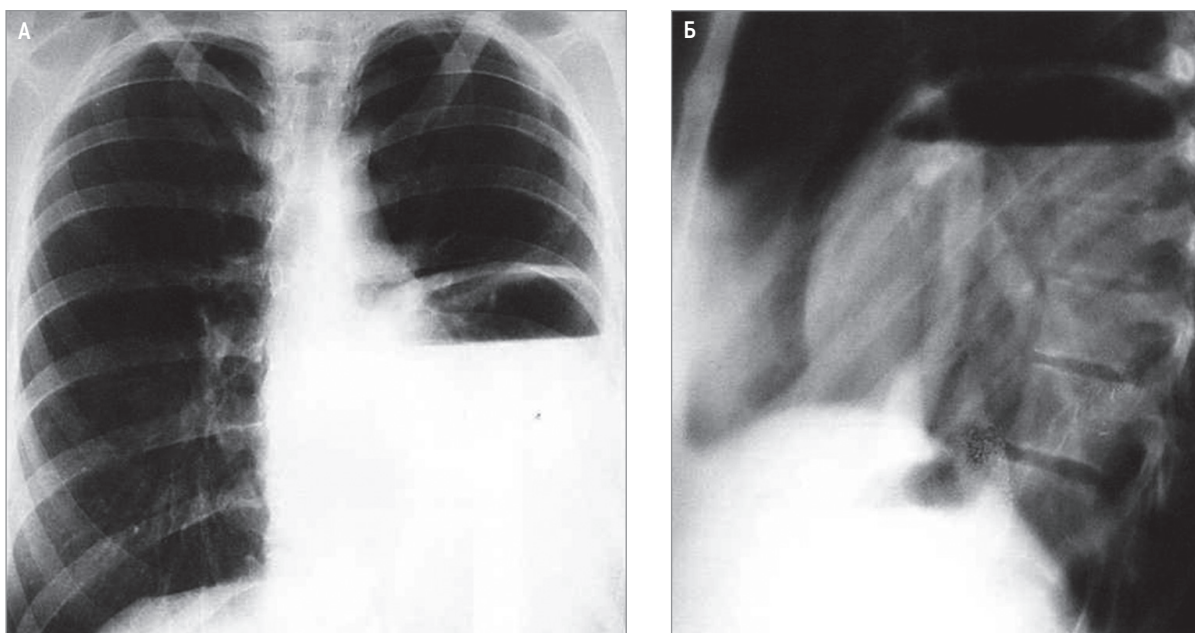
Острый абсцесс левого легкого у беременной, удалено 1,5 л гноя: А – рентгенограмма в прямой проекции; Б – в левой боковой проекции
